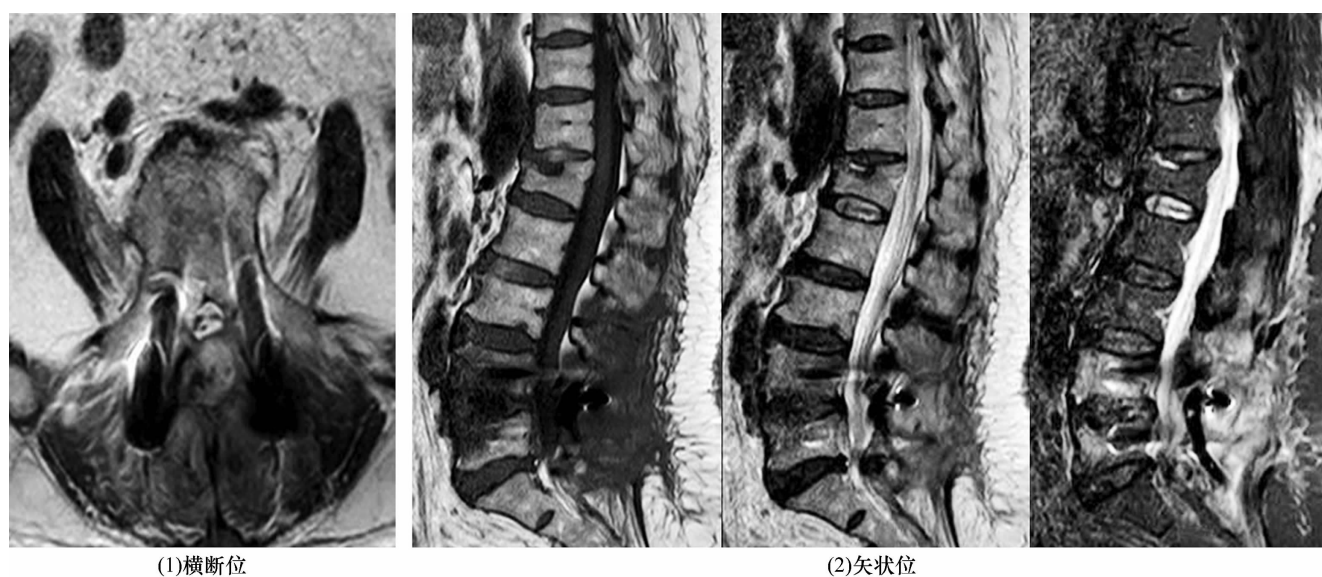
腰椎融合术后 1 周切口深部感染 MRI
